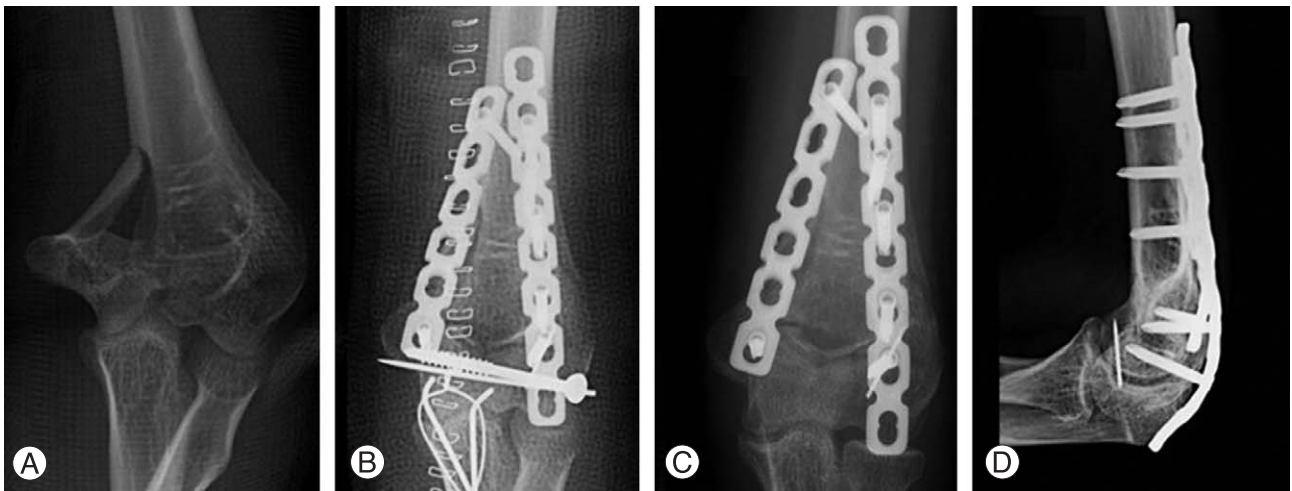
(A) Anteroposterior radiograph show C3 intercondylar fracture of the humerus. (B) Postoperative anteroposterior radiograph showed internal fixation with posterior dual plates. (C, D) Final anteroposterior and lateral radiographs showed consolidation.
